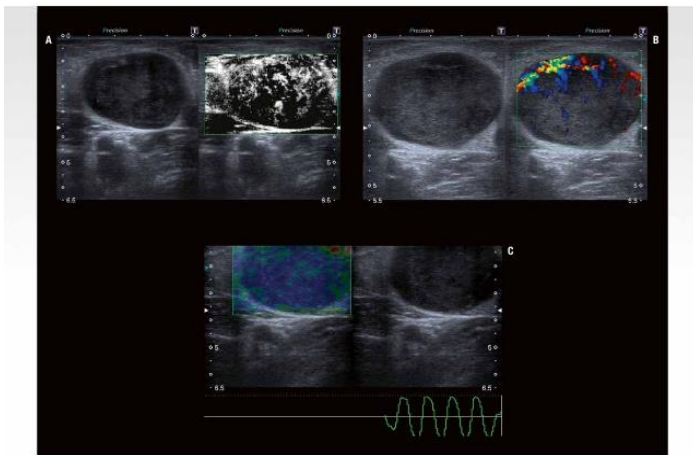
A–C. Correlation between SMI (A), colour Doppler (B) and elastography (C) for a large LN metastasis. SMI visualizes the finest tumour vascular networks.
